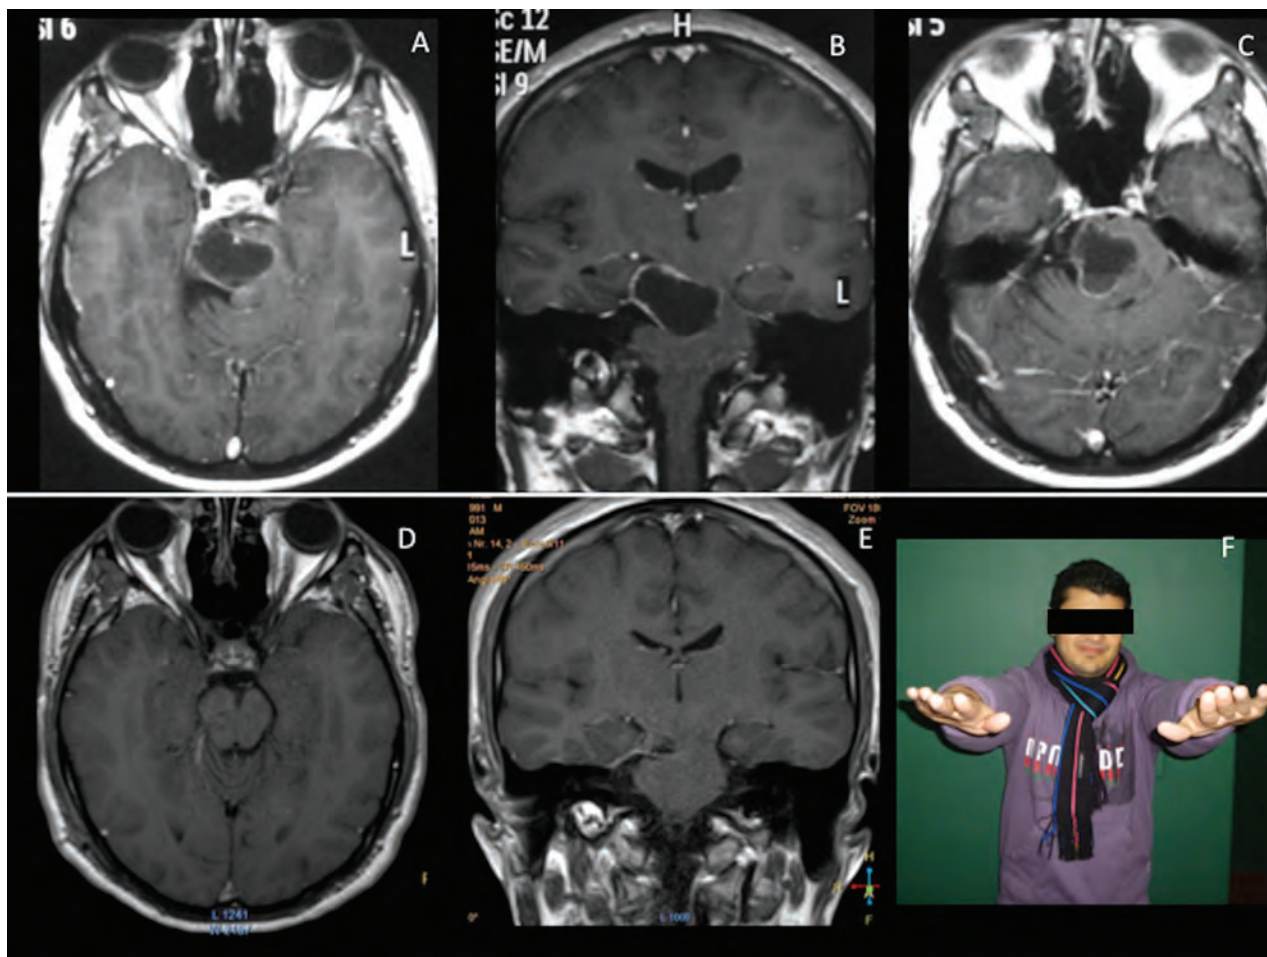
Caso 2. A-B-C) Resonancia Magnética de cerebro T1 con contraste corte axial y coronal, se observa lesión expansiva quística que compromete la cisterna ambiens y desplaza el tronco cerebral. D-E) Resonancia Magnética de cerebro T1 con contraste corte axial y coronal T1 con contraste, en donde se observa exéresis completa de la lesión. F) Paciente en post operatorio alejado, sin déficit neurológico.
